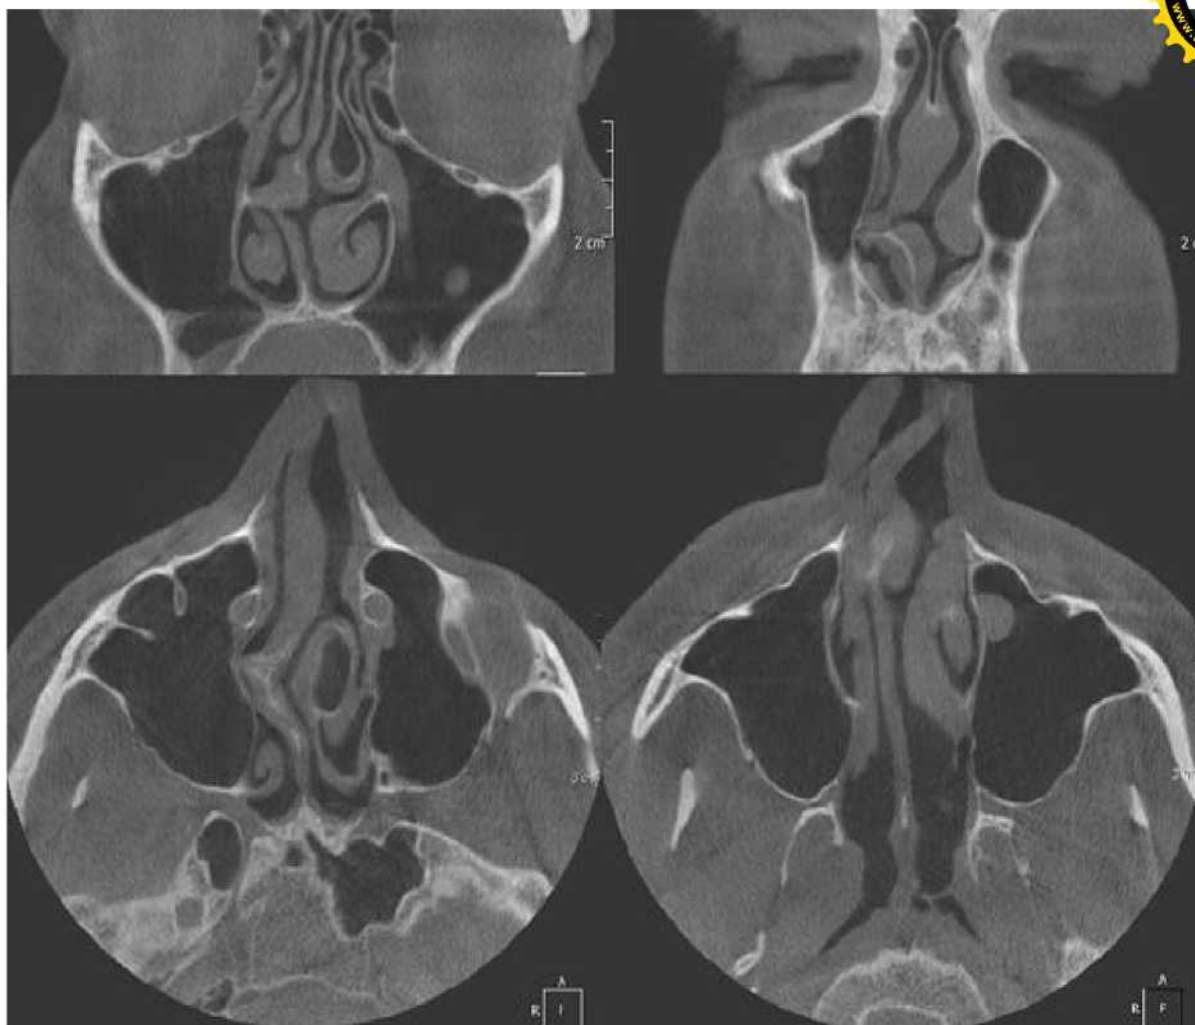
КТ картина при различных вариантах искривления носовой перегородки у пациентов с РС.
